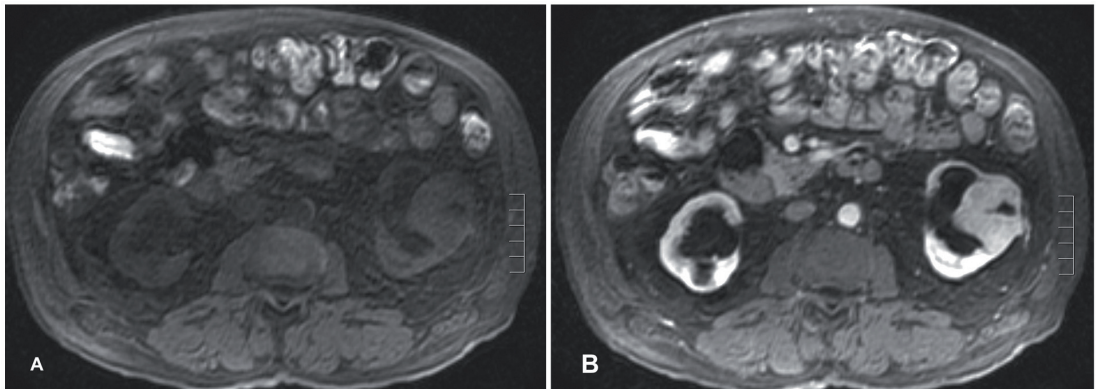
A: Corte axial de RM en secuencia eco de gradiente potenciada en T1 con supresión grasa. Se identifica una lesión en la región interpolar del riñón izquierdo que se diferencia con dificultad con respecto al parénquima. B: Corte axial de RM en secuencia eco de gradiente potenciada en T1 con supresión grasa y contraste intravenoso (gadolinio). La lesión realza de forma intensa en relación con una masa sólida.
